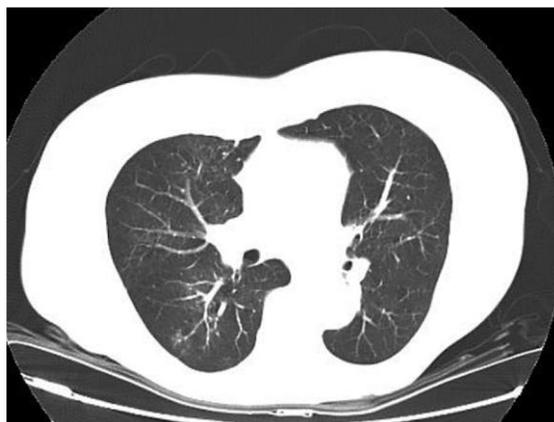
Tomografía computarizada de tórax de una bronquiolitis. Obsérvese el patrón de árbol con brotes, imagen que representa estructuras ramificadas centrolobulillares que terminan en un minúsculo nódulo y que es un signo directo de bronquiolitis.¹⁸
